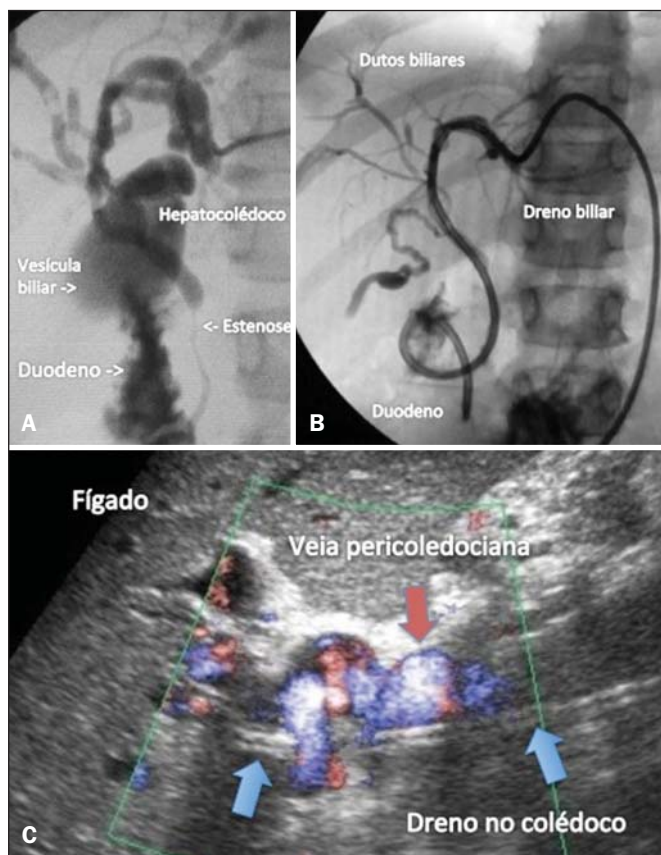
A: Colangiografia percutânea demonstrando dilatação das vias biliares até o duto biliar comum, com redução abrupta de calibre no terço médio do colédoco. B: Dreno tipo interno-externo na via biliar colocado percutaneamente. C: Ultrassom com Doppler evidenciando veia pericoledociana ao redor do dreno (seta) no hepatocolédoco.
